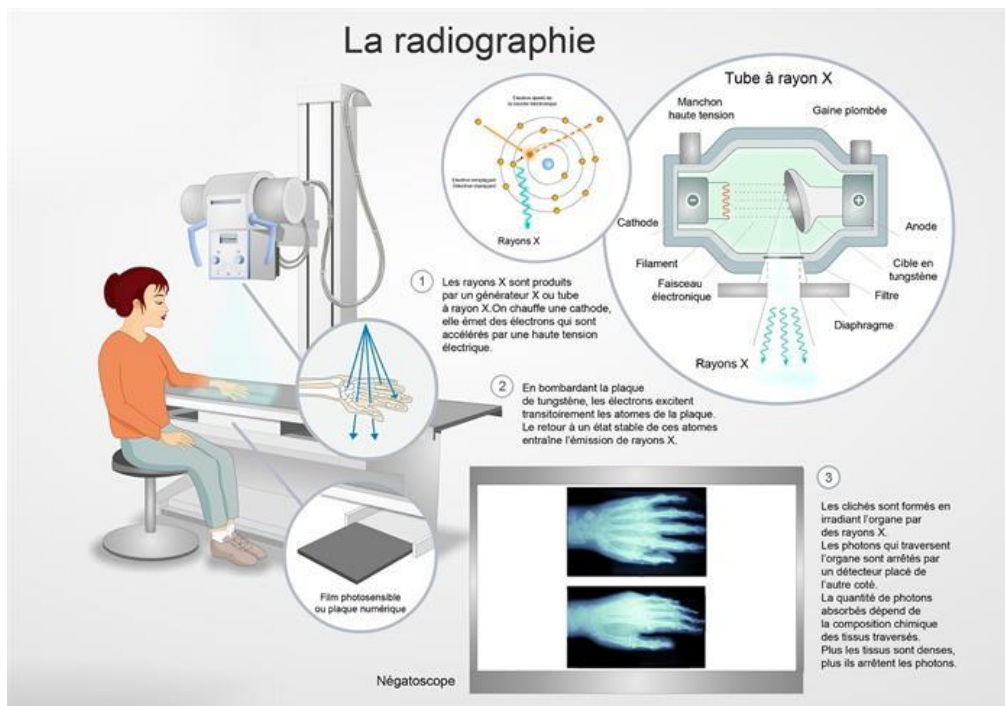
la radiographie [26]
